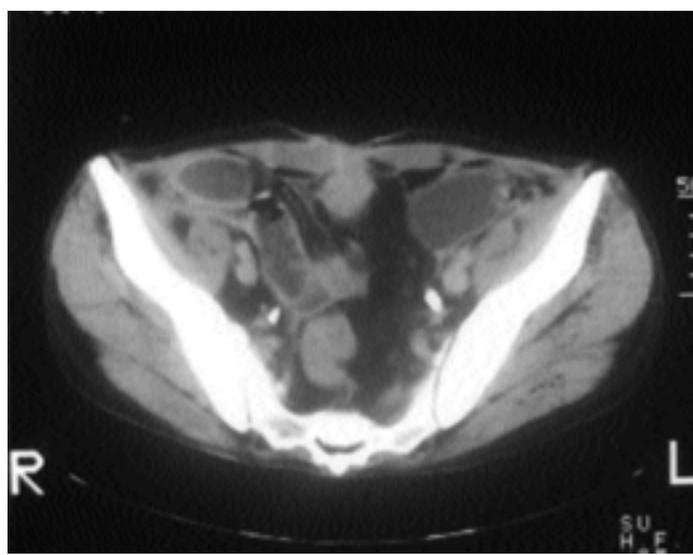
Tomografía computada. Abscesos intersticias.
